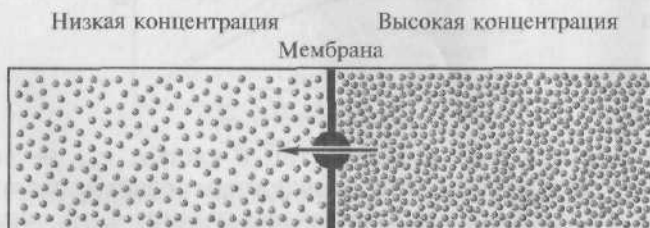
Облегченная диффузия
